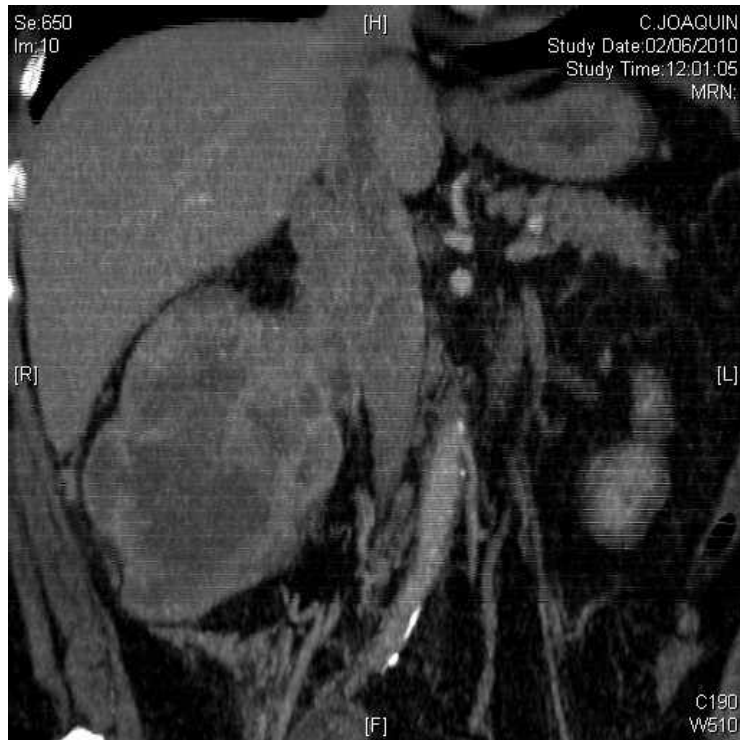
Imagen de la tomografía computarizada de abdomen donde se aprecia un tumor renal de 18 x 10 cm con invasión de la vena cava supradiafragmática.
